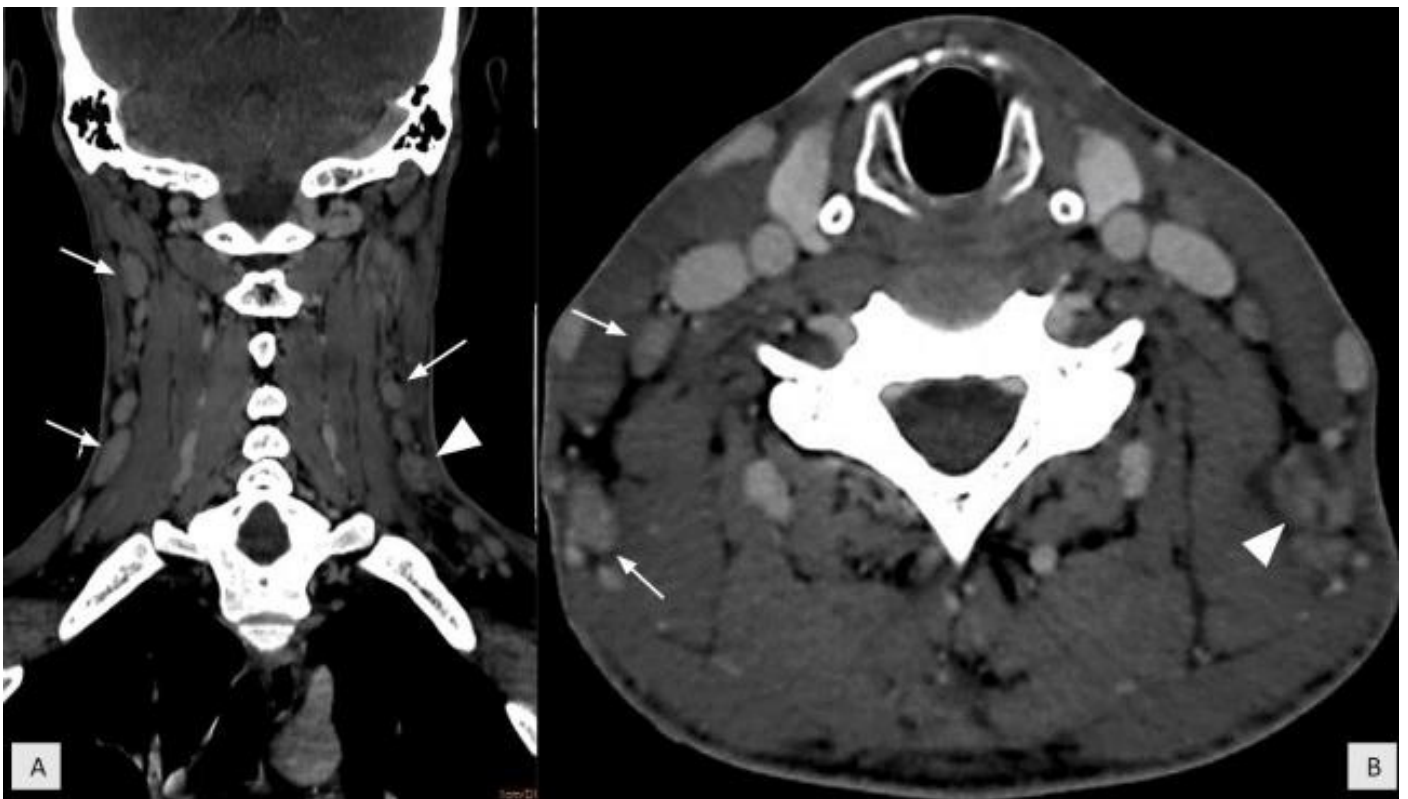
Tomografia computadorizada de pescoço com contraste endovenoso, em corte coronal (A) e axial (B), observam-se linfonodos aumentados em número e alguns em tamanho (seta), com realce homogêneo nas cadeias cervicais II e III, destacando-se linfonodo com realce heterogêneo e componente liquefeito (cabeça de seta) localizado na cadeia cervical VB.
